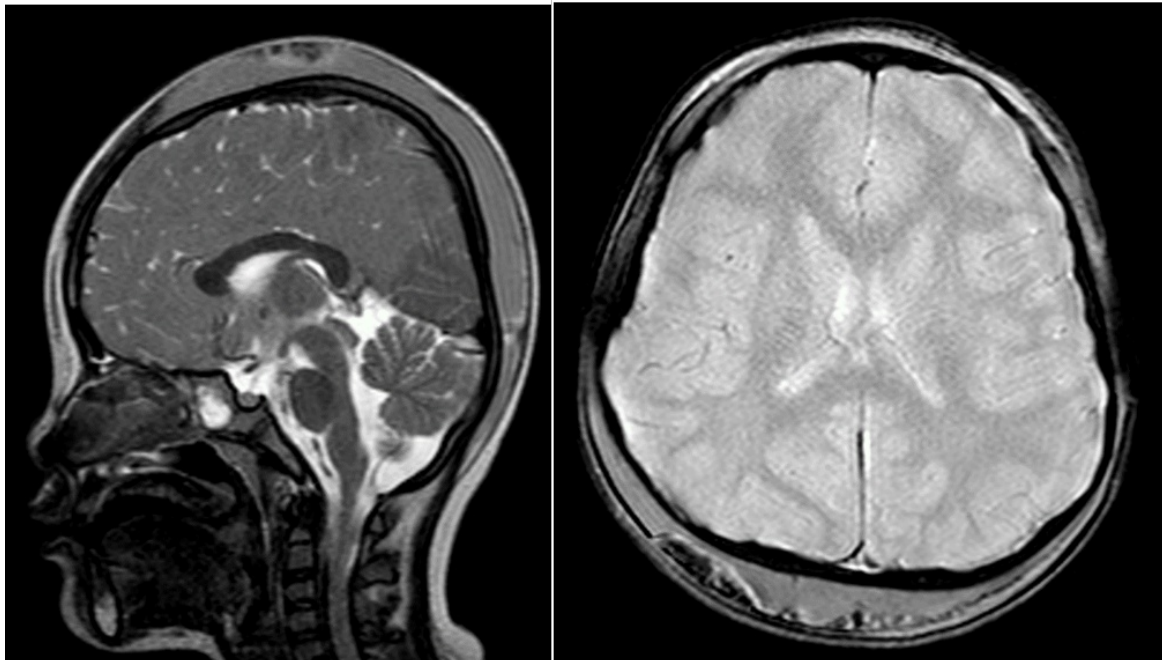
Imágenes de resonancia magnética cerebral. A) colección extensa y difusa extracraneal. Tiene una señal heterogénea debido a que la apariencia de la hemorragia varía con la edad del hematoma. b) Secuencia de eco gradiente con focos de muy baja intensidad de señal.
